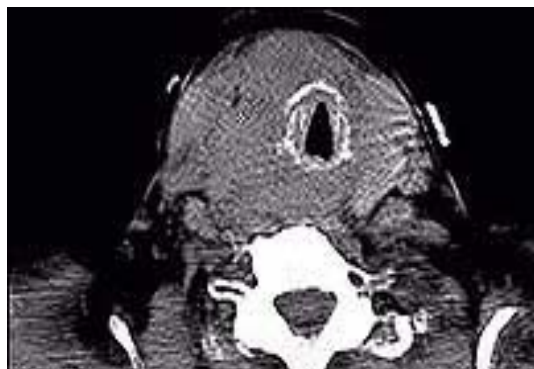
Комп'ютерна томограма-зображення пухлини щитовидної залози
